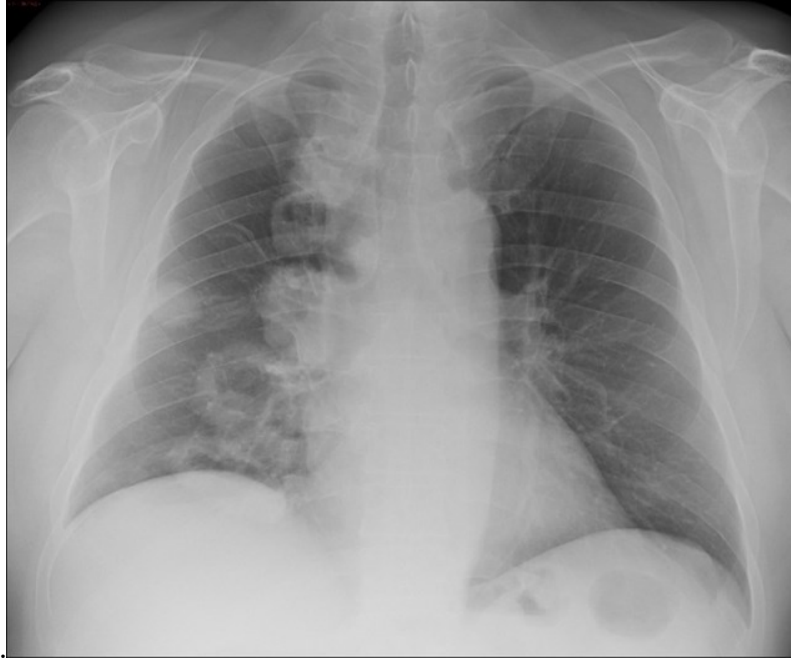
Reperti radiografici compatibili con multipli noduli polmonari complicati da cavitazione in un paziente con GPA.
